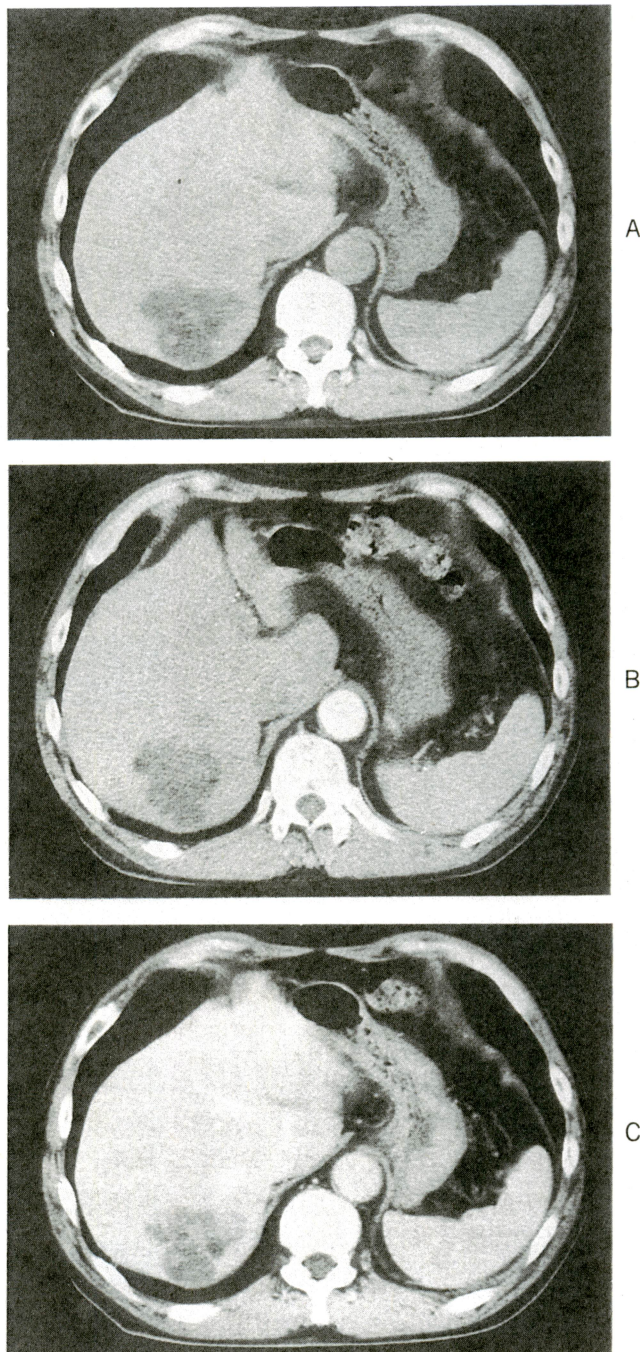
腹部CT検査所見（A：plain, B：early phase, C：delayed phase）：肝S7に直径60mmの内部不均一な低吸収域を認めたが(A), 明らかなearly enhanceはなく(B), delayed phaseでは腫瘍周辺がリング状に造影される所見を認めた(C)。
